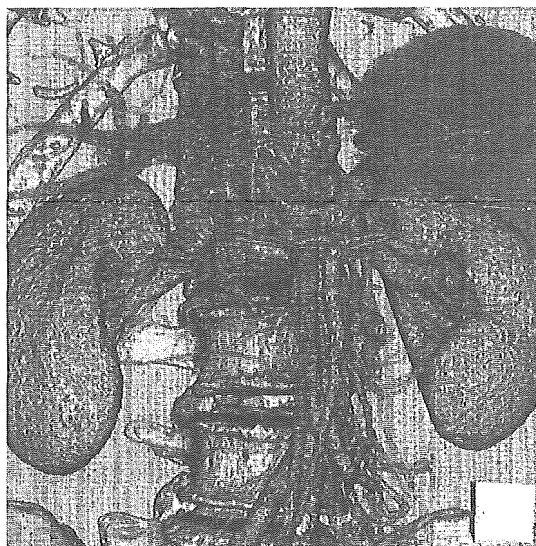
生体膵・腎同時移植ドナーの dynamic CT 像 (a), MRCP 像 (b)
